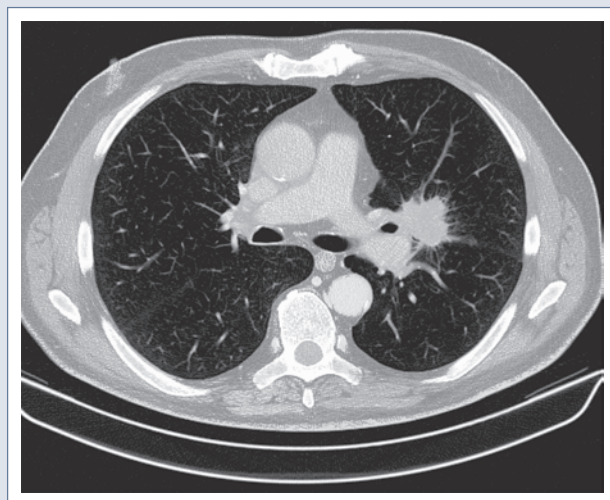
Thorax-CT, Lungenfenster. Zentrales Adeno-Ca li OL (NSCLC) mit Lappenüberschreitung
